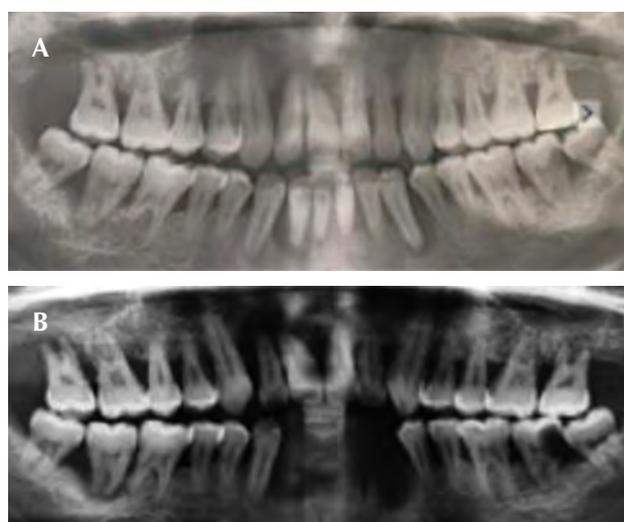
A) Ortopantomografía que demostró la pérdida ósea después de haber abandonado el tratamiento por dos años. B) Ortopantomografía en la que se observó la progresión de la enfermedad periodontal tres años después.
